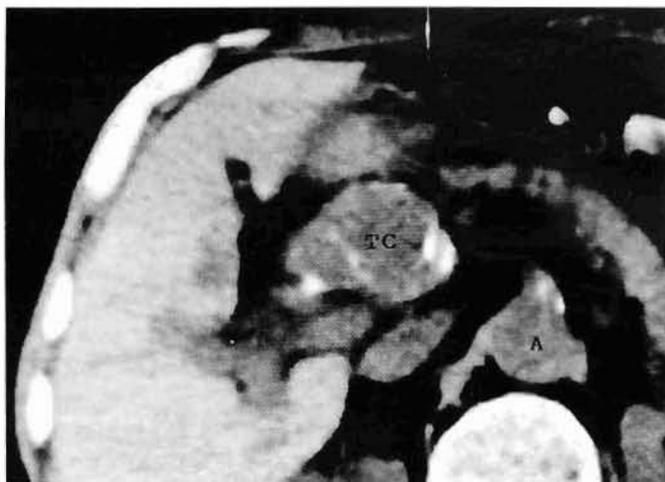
Tomografía axial computarizada abdominal, donde puede observarse el aneurisma del tronco celíaco (TC), con gran calcificación de su pared. Obsérvese que su calibre es casi el doble que el de la aorta abdominal (A).
